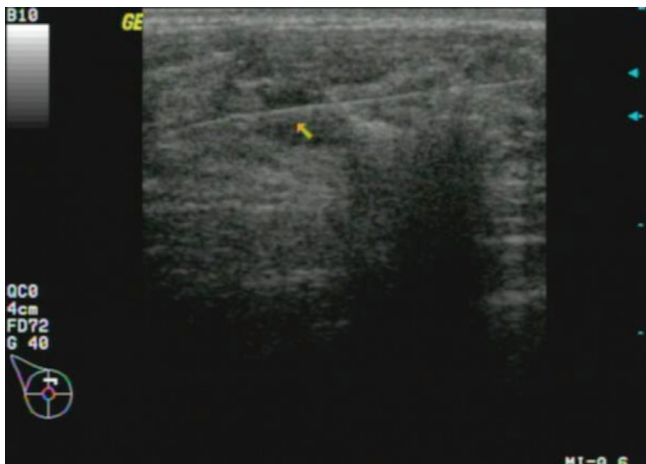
Core biópsia orientada por ultrassonografia com agulha de 16 gauge
